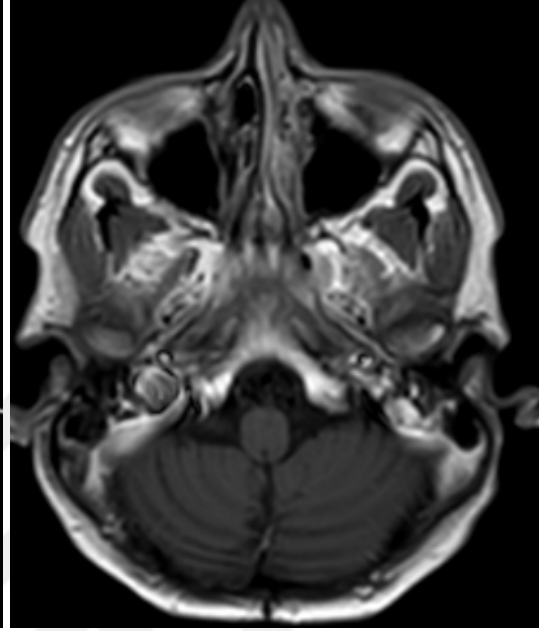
MR tetkikinden bir ay önce elde olunan BT(A)tetkikinde sağ temporal lobda ve bazal gangliyonlar düzeyinde birkaç hiperdens odak mevcuttur. Bir ay sonraki MT tetkikinde operasyon lojunda T1A görüntülerde (B) subakut kanama ürünlerine bağlı hiperintens odaklar izlenmektedir. SAG(C) ve faz(D) görüntülerde multipl sayıda milimetrik bazıları heterojen, hipointens kanama odakları mevcuttur.
